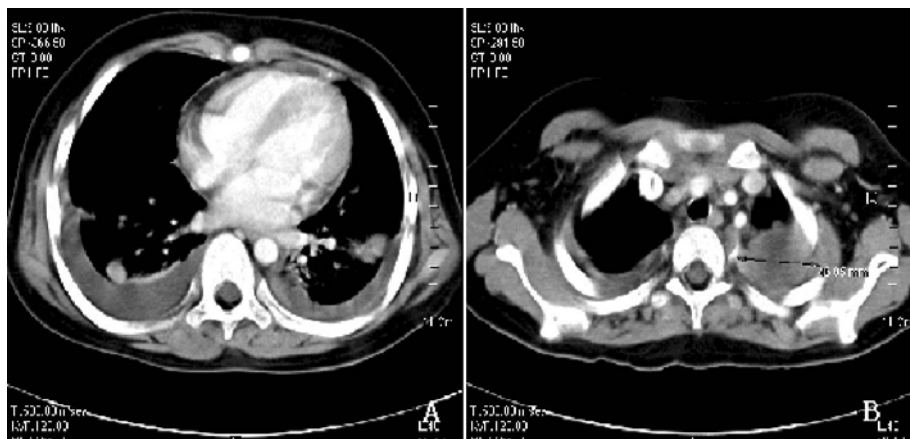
Chest CT scan shows large mass in left upper lobe(A) and metastatic nodules in both lower lobes(B).
